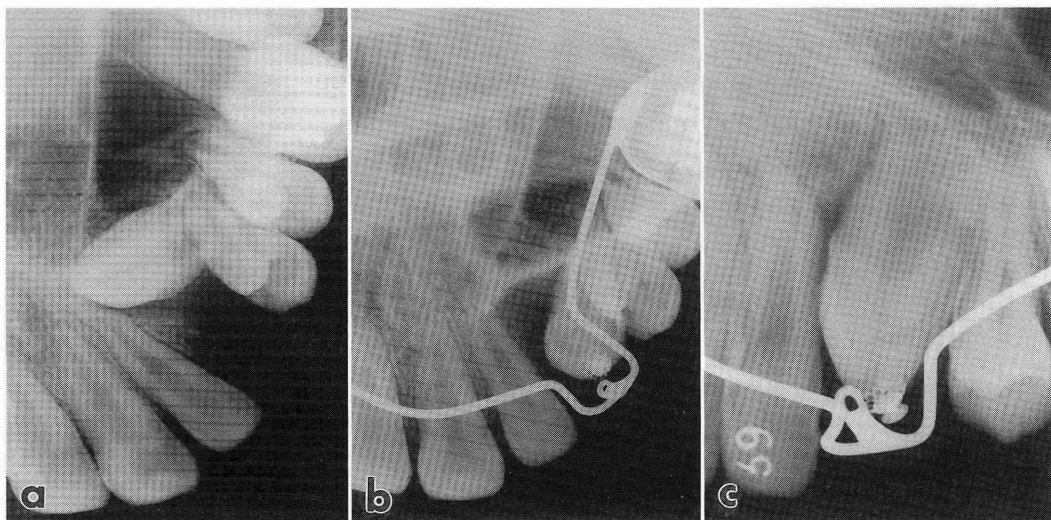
症例1の経過（オクルーザル及びデンタルX線写真）
